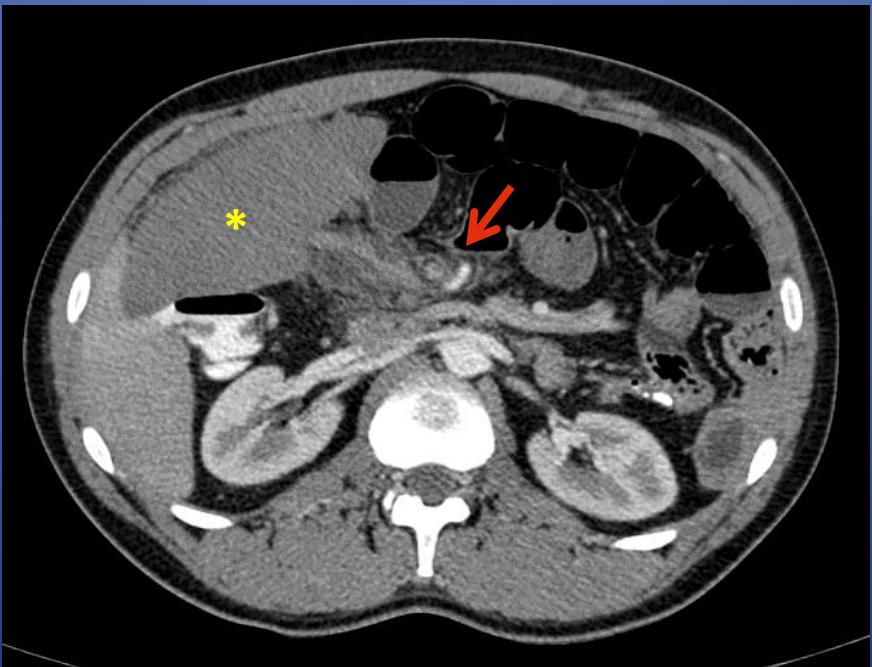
TC axial confirma estructura esplénica en HCD (asterisco). También se visualiza el signo del remolino del pedículo esplénico (flecha roja), característico de torsión, asociado a congestión del hilio del bazo.
